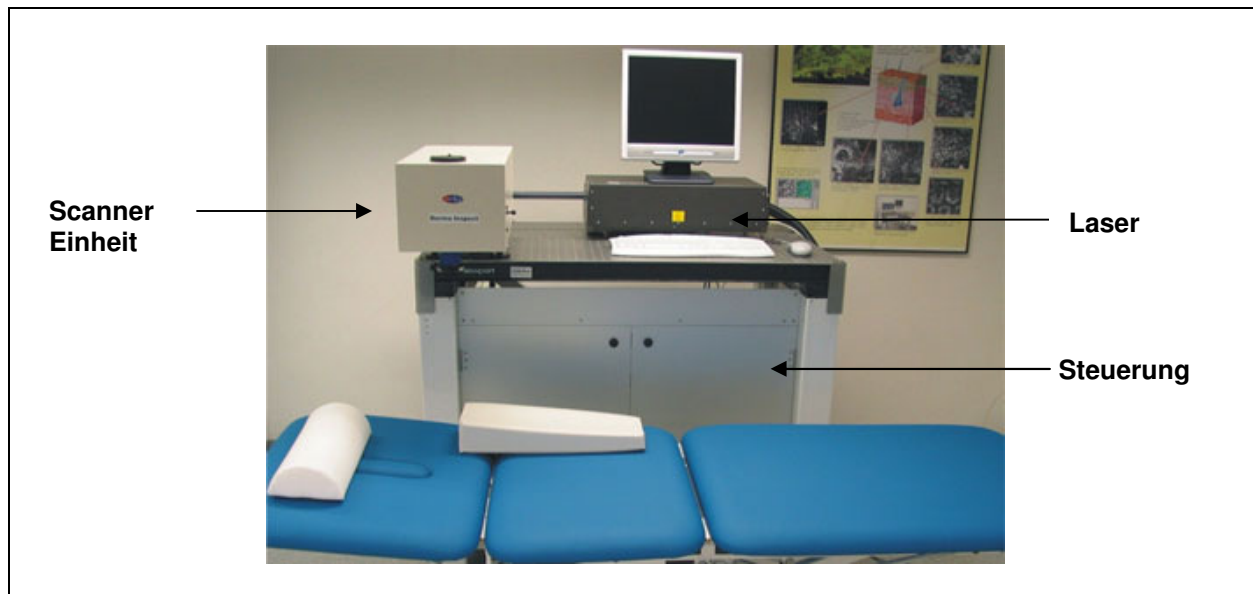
Multiphotonen-Laser-Tomograph (modif. n. www.jenlab.de, 08.11.2008)
